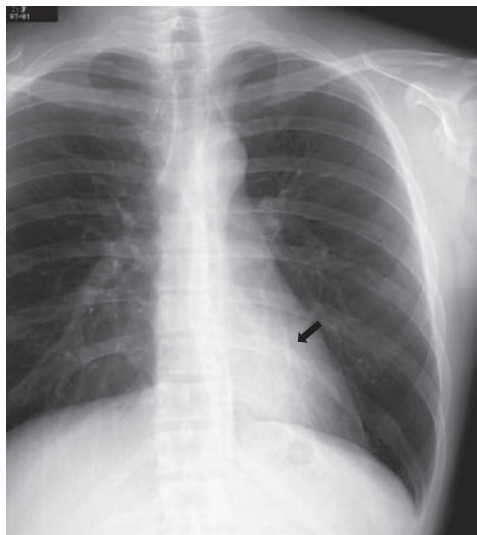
A chest X-ray film on admission shows abnormal shadows in the left lower lung field.
